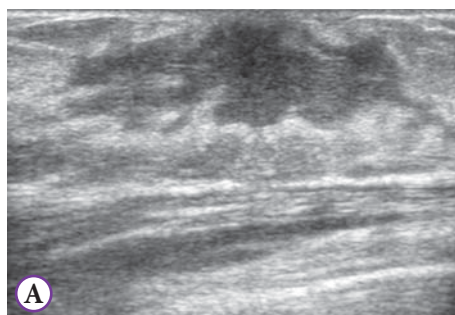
А — УЗИ телархе (зачаток стромы молочной железы); Б — телархе
